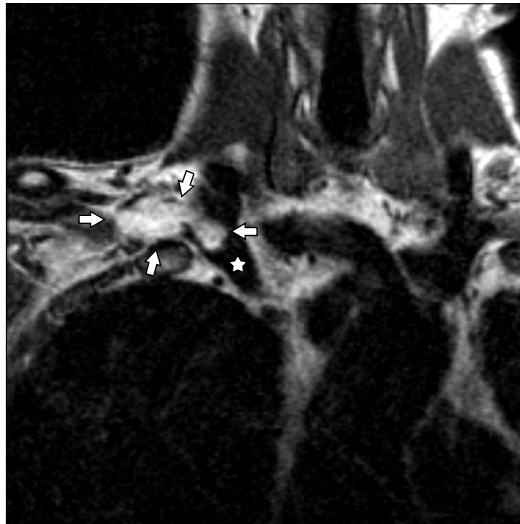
T1 weighted coronal MR image shows a ovoid fatty mass (arrows) based on the right subclavian vein, growing into the right brachiocephalic vein (☆).
